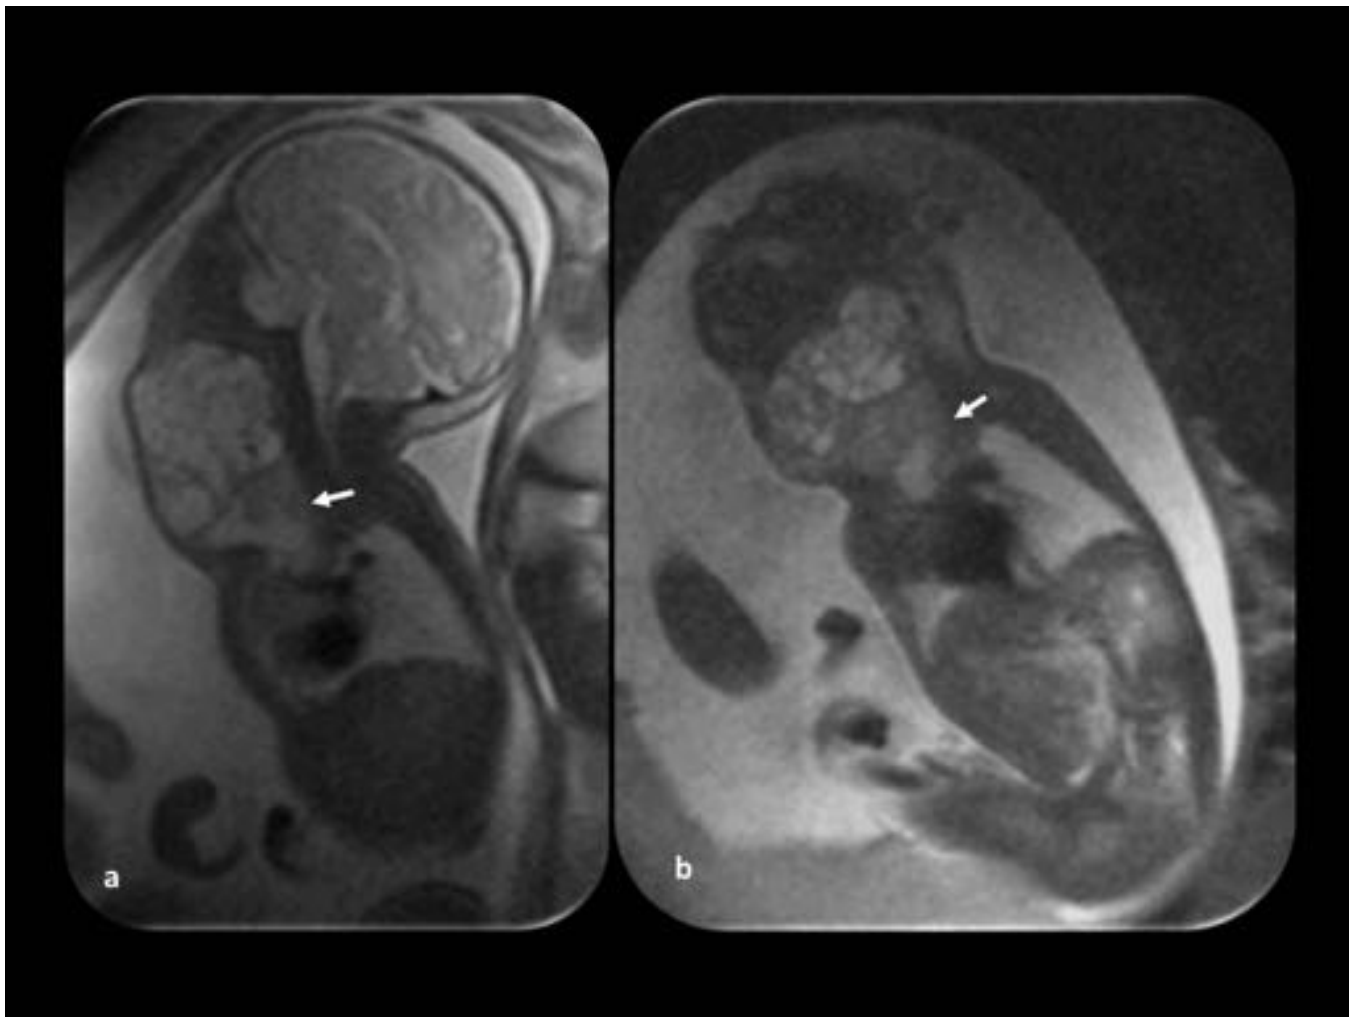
Higroma quístico cervicotorácico. Feto de 32 semanas de gestación. (a y b) Las imágenes RM coronal y sagital fetales muestran la lesión que se extiende hacia el mediastino (flechas). Polihidramnios debido a la compresión del esófago por parte de la lesión.
